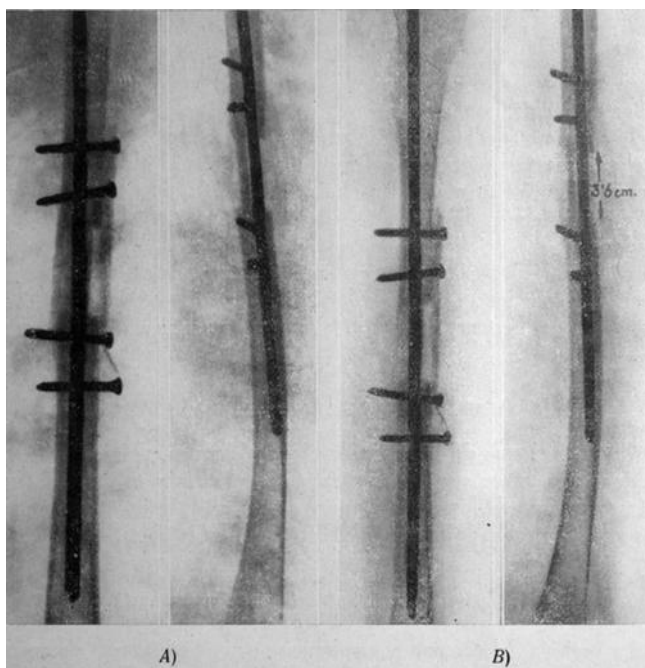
Historia 4. 215 (priv.). R. C. Z. Varón. Doce años. Acortamiento por secuela poliomiélica. Osteotomía de alargamiento e injerto en segundo tiempo. En la parte interna se ha colocado un injerto en forma de cuña interfragmentario y en la externa un injerto de tibia atornillado. A) Control postoperatorio. B) Radiografía de control de la fusión ósea obtenida a los tres meses. Alargamiento obtenido, 3,6 cm.
